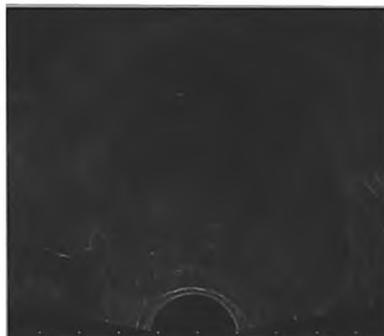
Ультрасонограмма больного ДГПЖ с большой массой простаты. ТРУЗИ.
